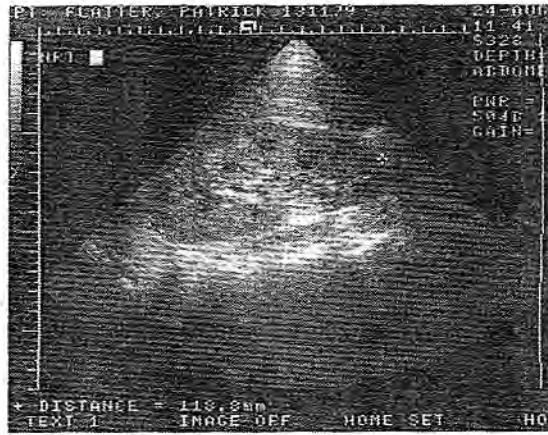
Sonografie der rechten Niere. Vergrößerte Niere rechts mit 12,2 cm im bipolaren Längendurchmesser. Die Rindenstruktur ist echodichter, ähnlich der Leberstruktur, die Pyramiden erscheinen dagegen echoärmer. Der Befund ist vereinbar mit einer interstitiellen Nephritis
